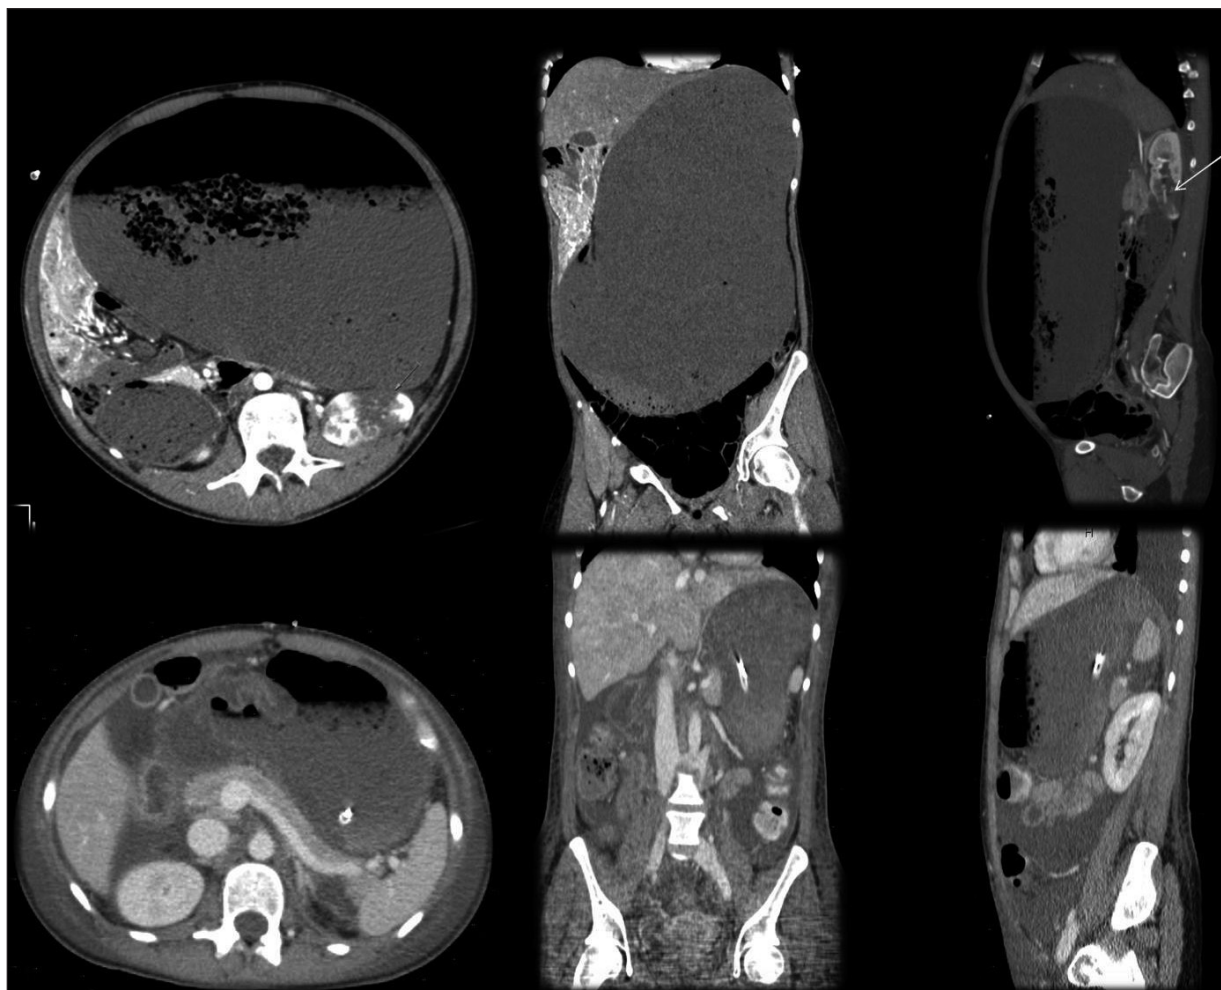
TC abdómino-pélvico con contraste intravenoso; a) corte axial de TC abdominal con contraste intravenoso previo a la cirugía en el que se aprecian zonas de bajo coeficiente de atenuación en el cuerpo del páncreas (flecha), se observan áreas de características similares y morfología triangular en ambos riñones; b) corte axial de TC abdominal con contraste intravenoso, realizado tras la gastrotomía, que muestra densidad homogénea del páncreas y del riñón derecho, lo que demuestra el restablecimiento de la perfusión abdominal tras el vaciamiento parcial del estómago.
